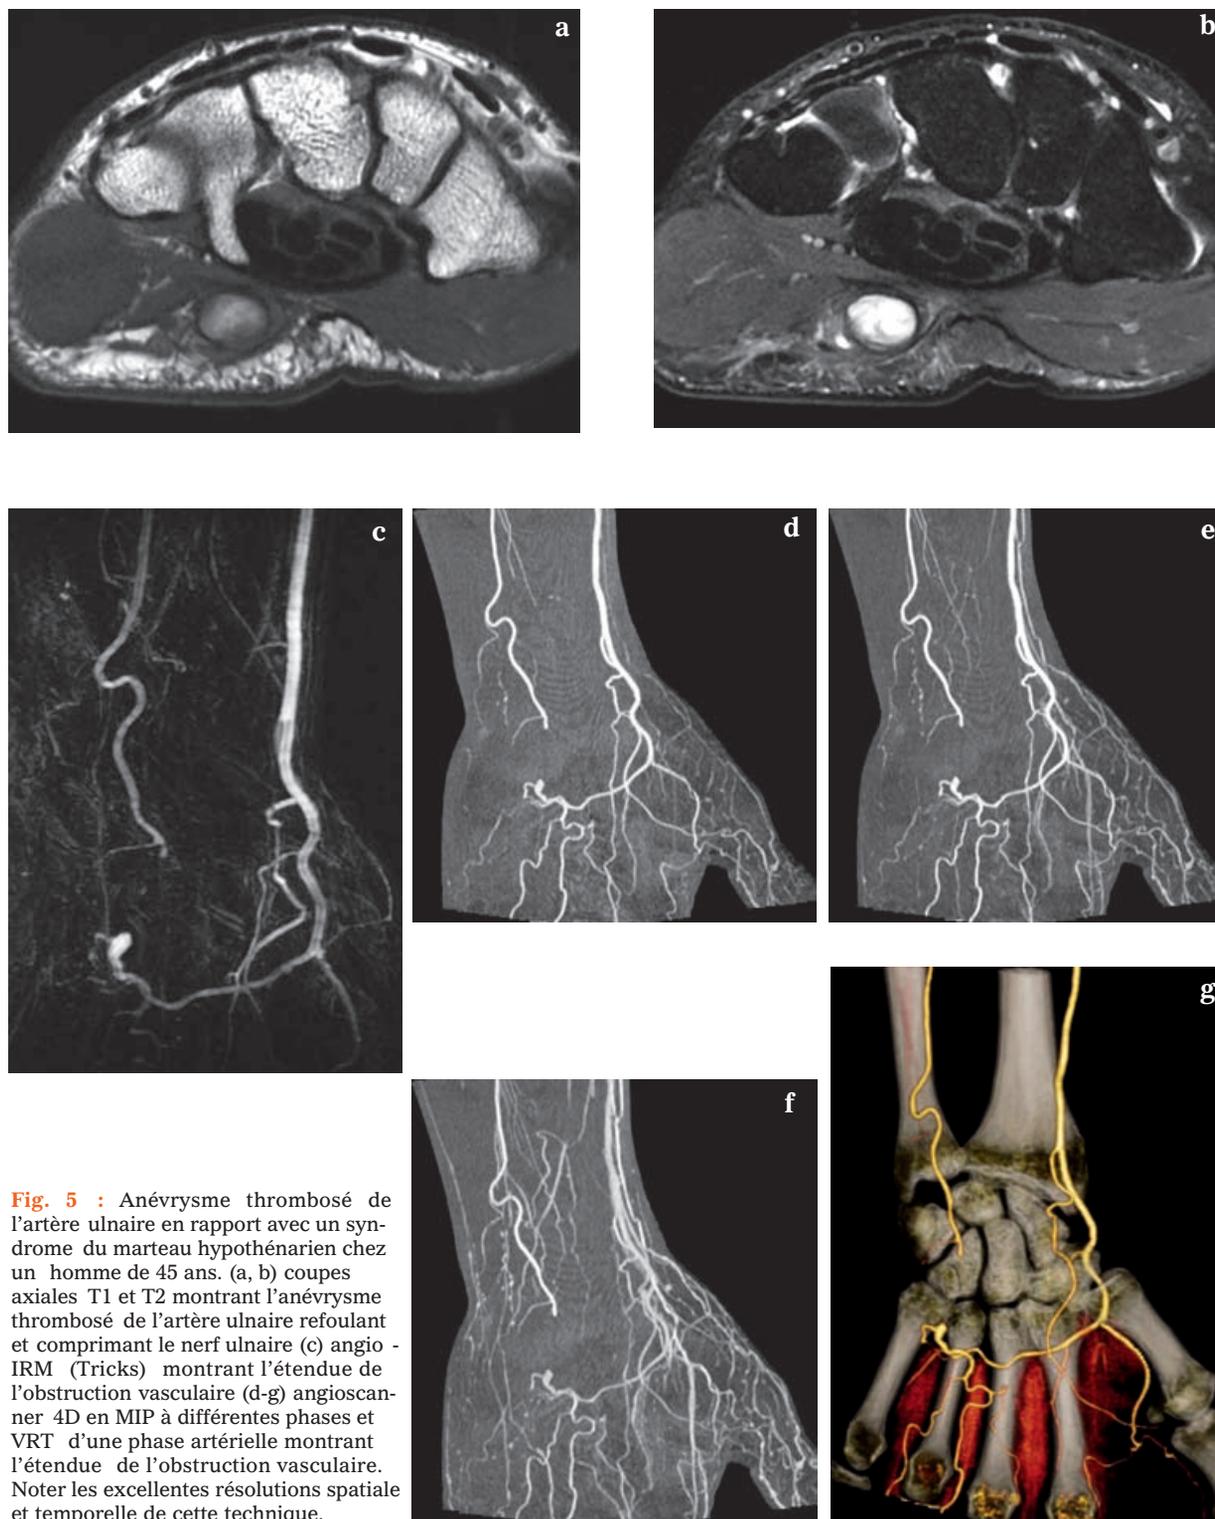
Anévrysme thrombotique de l'artère ulnaire en rapport avec un syndrome du marteau hypothénarien chez un homme de 45 ans. (a, b) coupes axiales T1 et T2 montrant l'anévrysme thrombotique de l'artère ulnaire refoulant et comprimant le nerf ulnaire (c) angio-IRM (Tricks) montrant l'étendue de l'obstruction vasculaire (d-g) angioscanner 4D en MIP à différentes phases et VRT d'une phase artérielle montrant l'étendue de l'obstruction vasculaire. Noter les excellentes résolutions spatiale et temporelle de cette technique.
